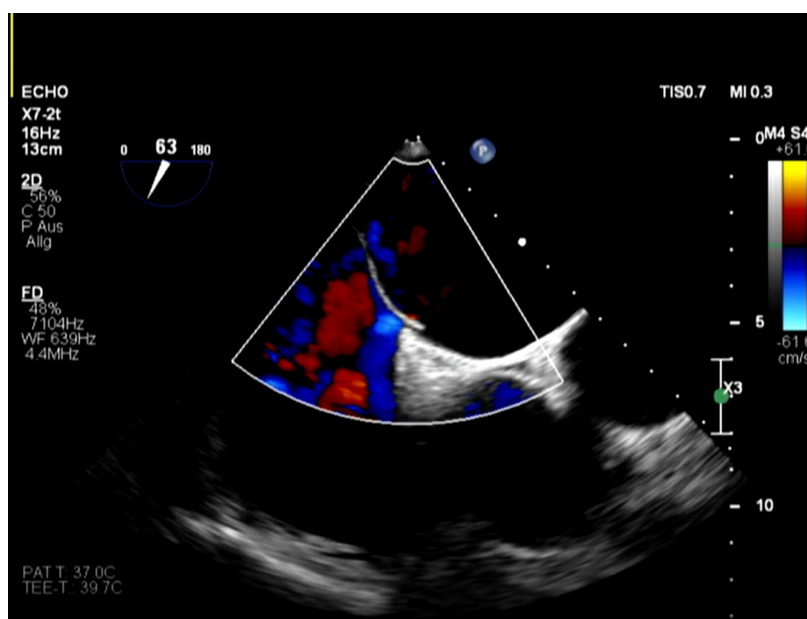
Echokardiographische Darstellung eines Atriumseptumdefektes
